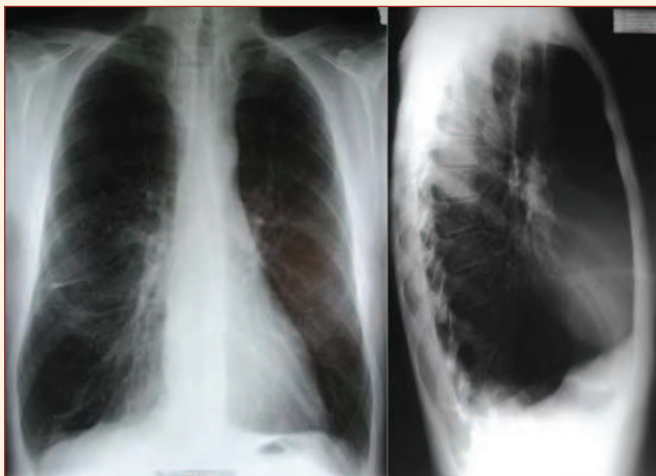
Radiographie thoracique de face et de profil chez un sujet atteint de BPCO : diaphragme aplati, côtes horizontalisées, thorax en tonneau, hyperclarté des sommets.
